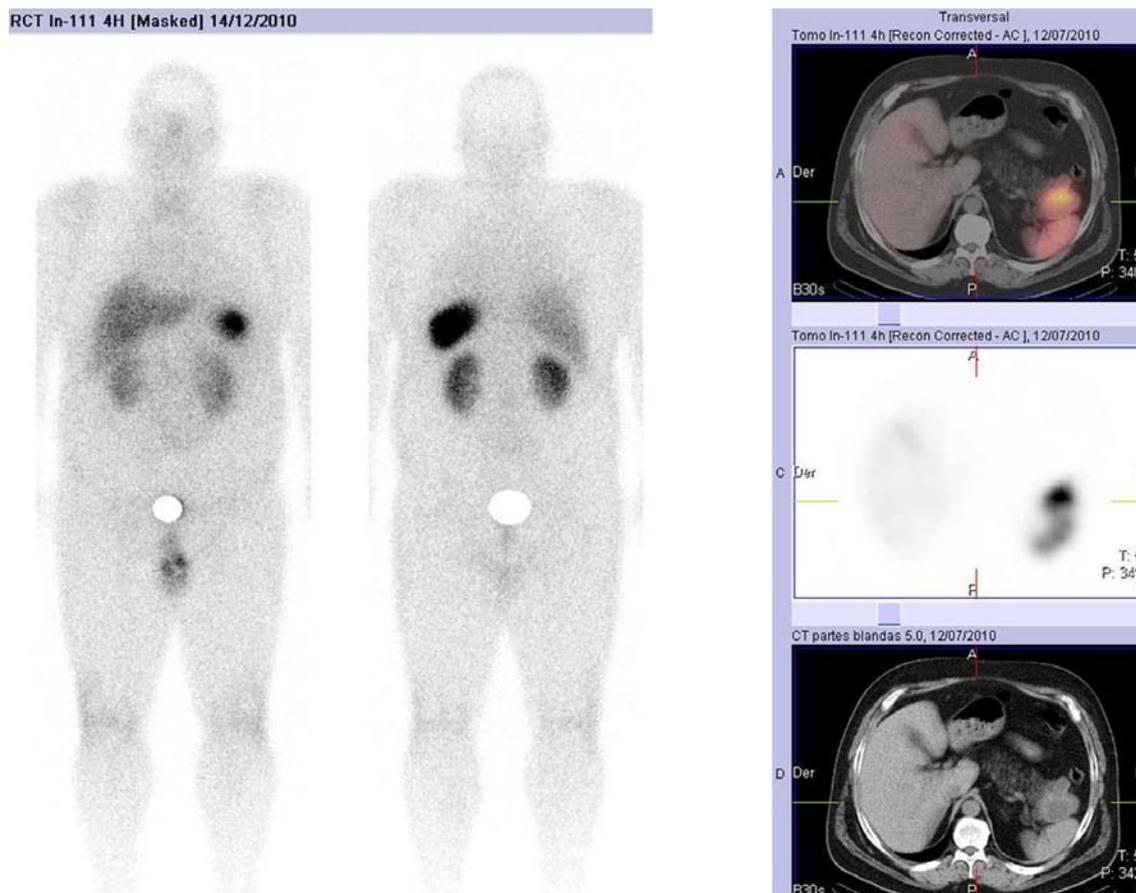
Varón diagnosticado de MEN-1 debido a un macroadenoma hipofisario (tratado con cirugía y radioterapia en noviembre de 2007) e hiperplasia de paratiroides (tratado con cirugía en noviembre de 2009) remitido a nuestro servicio con el fin de detectar un posible tumor pancreático sincrónico. Las imágenes SPECT/CT mostraron un foco correspondiente a un tumor primario pancreático (tumor neuroendocrino bien diferenciado grado 2) que presentaba una intensa captación de radiotrazador pero que en las imágenes planares quedaba superpuesto sobre el bazo y no era posible distinguir. Aunque el foco era visible también en las imágenes SPECT, su proximidad al bazo, que es también una estructura intensamente captadora, hacía imposible individualizar una estructura de otra. Únicamente en las imágenes de fusión, que mostraban una masa en el CT, fue posible detectar un tumor neuroendocrino en la cola del páncreas. Sin las imágenes de SPECT/CT, es posible que este foco hubiese sido confundido con el bazo ya que este es un órgano que presenta una morfología muy variable. El paciente fue tratado quirúrgicamente mediante duodenopancreatectomía cefálica y esplenectomía en agosto de 2010 (foco 129).
